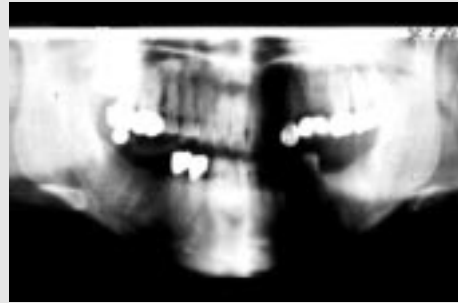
식립전 Orthopantomograph (1992년 2월)
